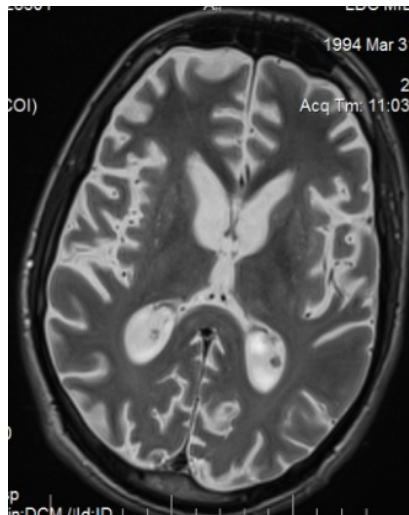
МРТ головного мозга пациента У., диффузная атрофия мозгового вещества, смешанная заместительная гидроцефалия
